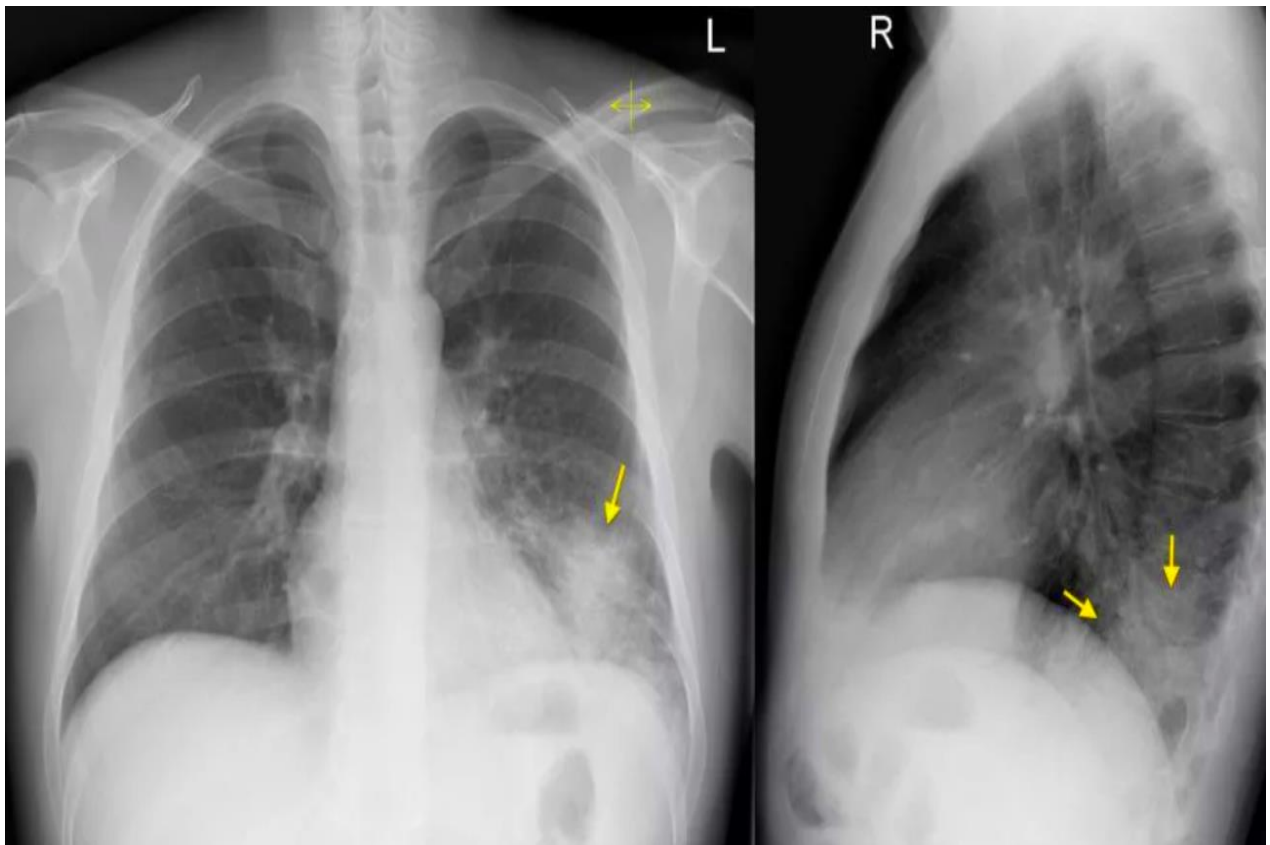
Нижнедолевая бактериальная внебольничная пневмония слева на рентгенографии органов грудной клетки
